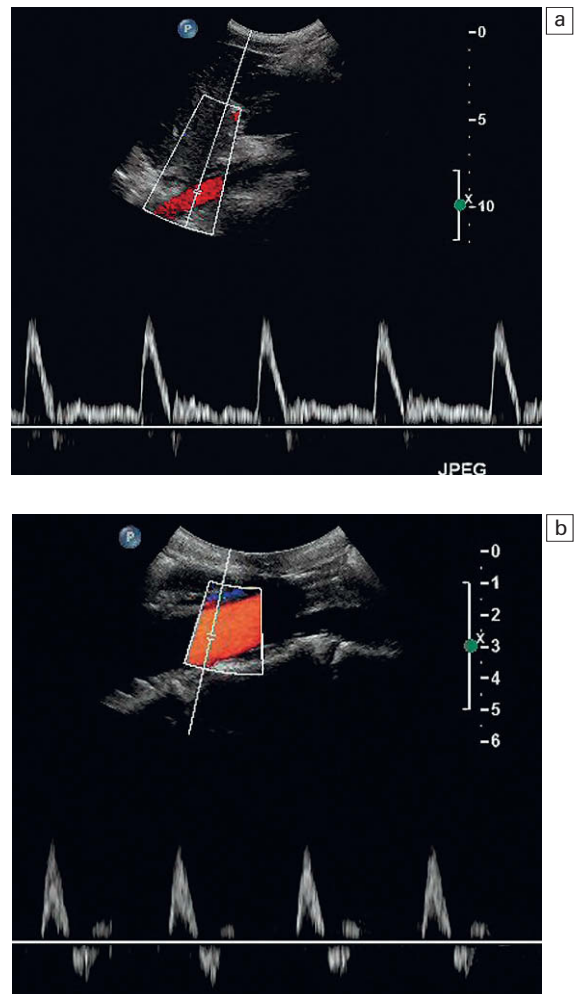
a) Registro Doppler de la aorta en la parte superior del abdomen mostrando la presencia de flujo diastólico. b) Trazado del Doppler por encima de la bifurcación con ausencia de flujo diastólico y una forma de la curva similar a la que se ve en las arterias de las extremidades inferiores.
